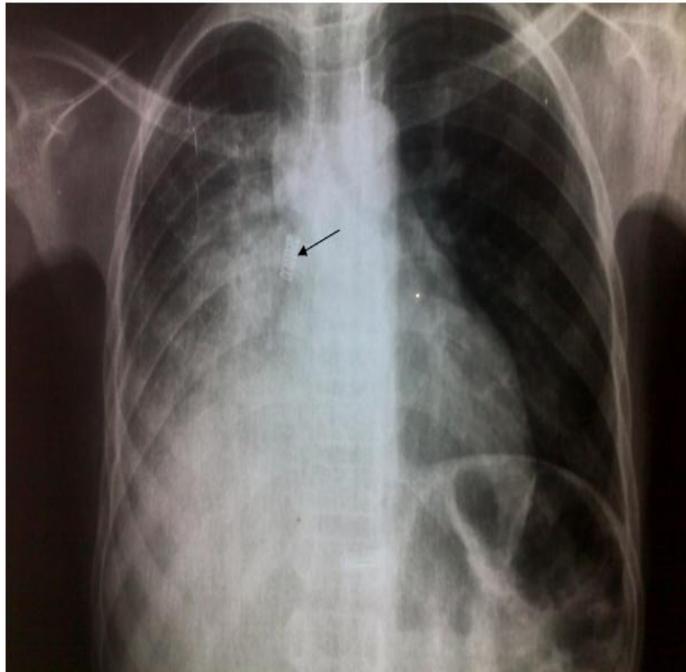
Radiographie du thorax de face objectivant la présence de corps étranger radio-opaque (←) au niveau de la bronche souche droite et une atélectasie en aval
